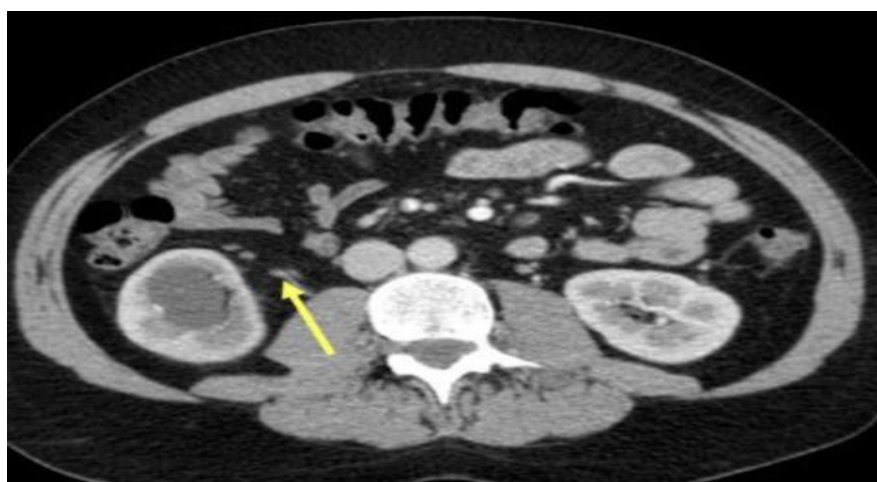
TDM abdominale en coupe axiale, temps veineux.
